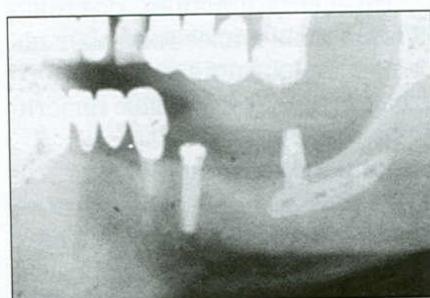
Фрагмент ортопантомограммы после установки имплантатов. Над дистальным плечом пластиничного имплантата – интактный компактный слой кости
